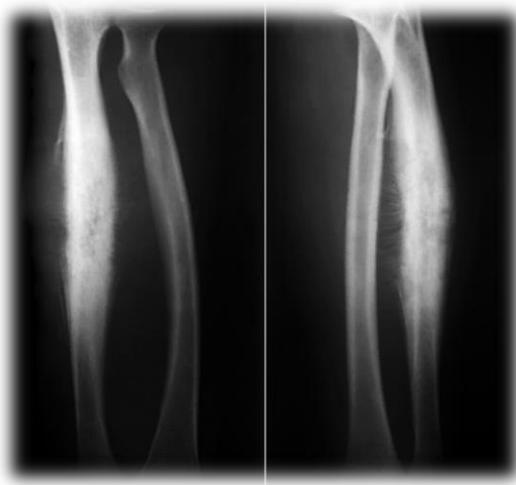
représentation radiographique de tumeur d'Ewing
